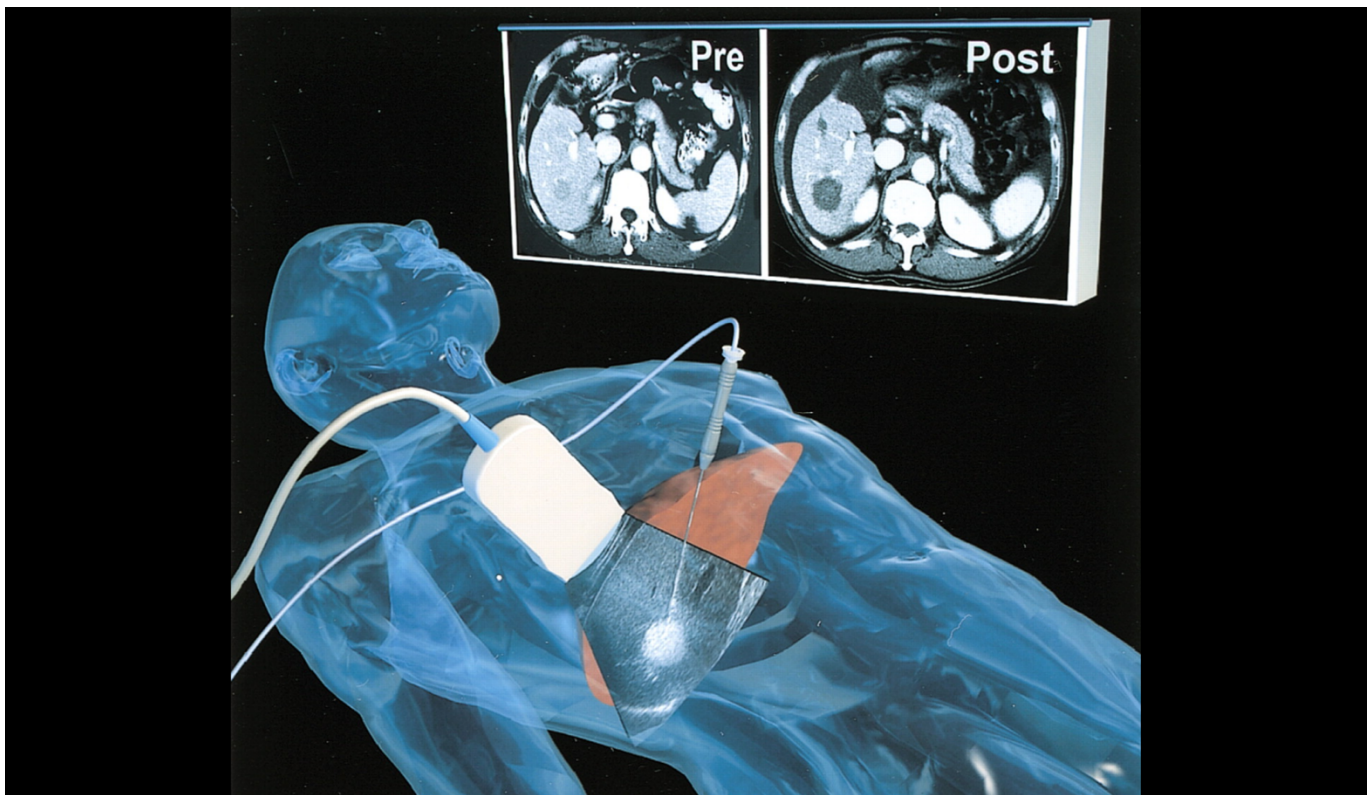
Principe de l'ablation percutanée par radiofréquence des hépatocarcinomes sous contrôle échographique et scannographique. Reproduit avec permission de (Dodd, G.D., 3rd, et al., Minimally invasive treatment of malignant hepatic tumors: at the threshold of a major breakthrough. Radiographics, 2000. 20(1): p. 9-27). Copyright RSNA.
